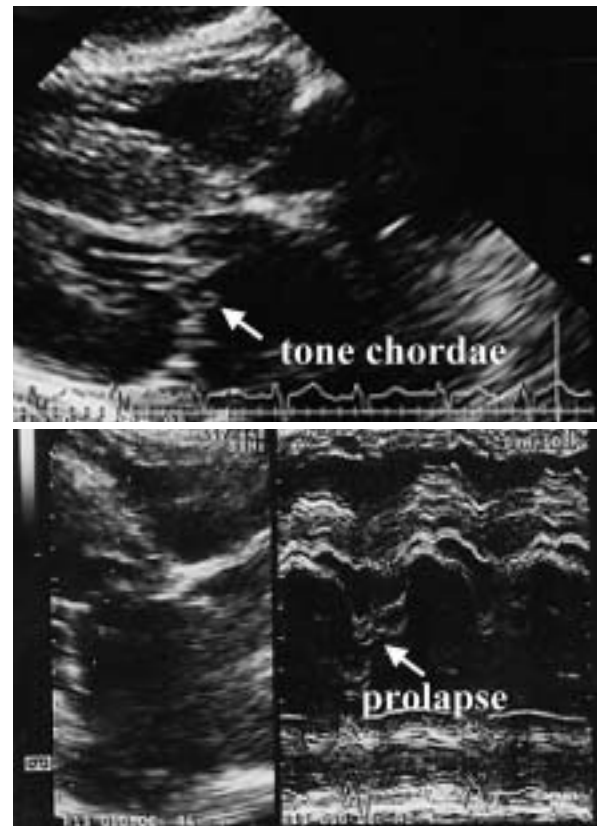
Echocardiograms showing tone chordae(arrow, upper) and mitral valve prolapse(arrow, lower)
